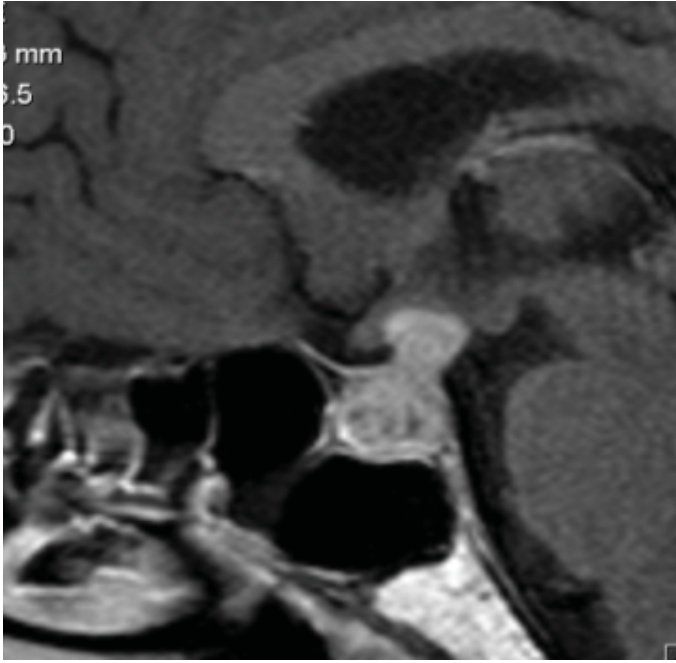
Hipofiz MRI görüntüleri
